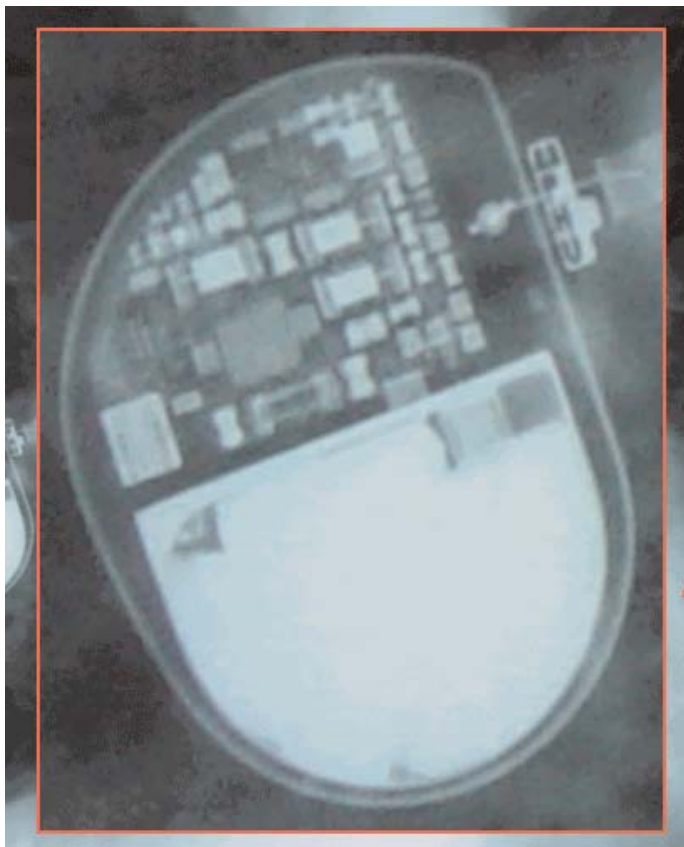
Generador en fase de recambio electivo. La imagen de "huecos" es apreciable en la radiografía normal de tórax
